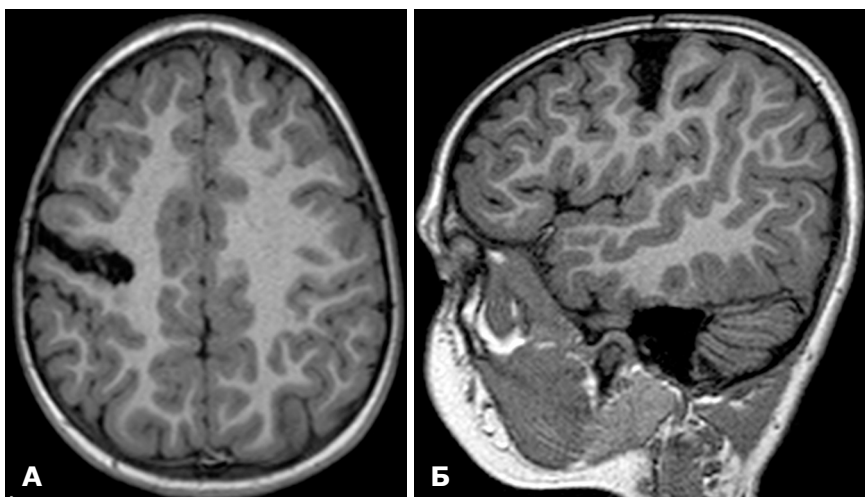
МРТ хворої К. через 1 рік після операції: А – аксіальний зріз; Б – сагітальний зріз. Ділянка видаленої епілептогенної зони
